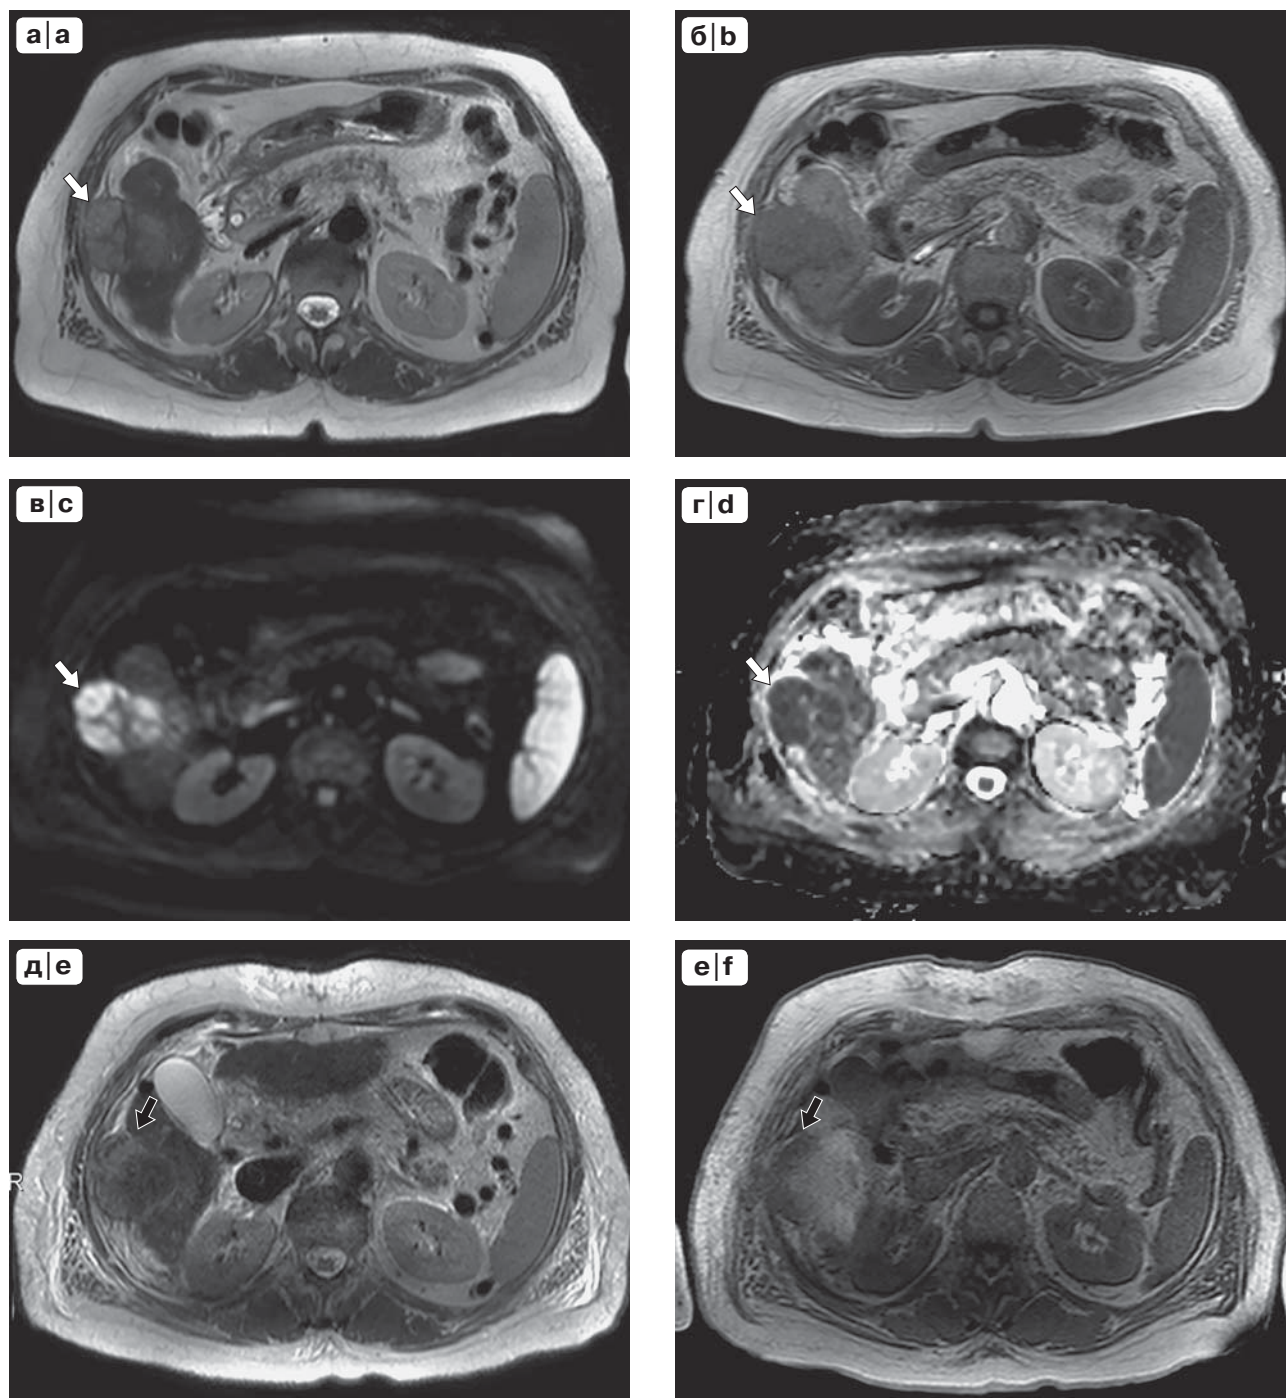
МР-томограммы, ГЦР в VI сегменте печени: до КД (а–г), через 1 сут после КД (д–ж), через 3 мес после КД (и–м). а, д, и – Т2ВИ; б, е, к – Т1ВИ; в, ж, л – ДВИ, $b = 800 \text{ с/мм}^2$; г, з, м – ИКД-карта. До КД опухоль (белые стрелки) имела слабогетерогенную солидную структуру на Т2-, Т1ВИ и умеренно ограничивала диффузию по данным ДВИ, ИКД. Через 1 сут после КД опухоль (черные стрелки) имела умеренную гетерогенную солидную структуру с участками скопления жидкости и частичным геморрагическим пропитыванием. Через 3 мес после КД опухоль (тонкие стрелки) увеличилась в размерах, солидный компонент опухоли, ограничивающий диффузию, увеличился в размерах.
